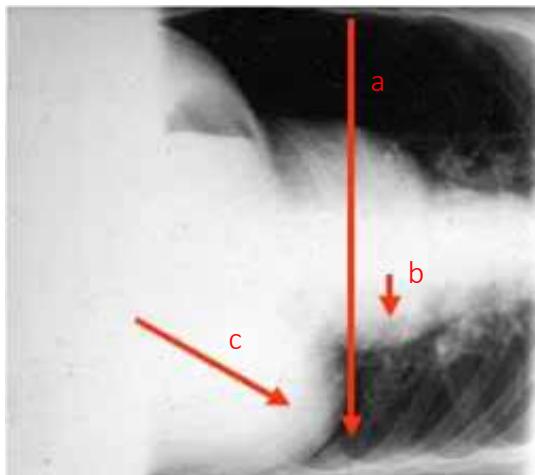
Radiografía en DL. Muestra como el pulmón supra lateral (a), mediastino (b) y vísceras abdominales (c) llevan al pulmón infralateral a la deflación.
